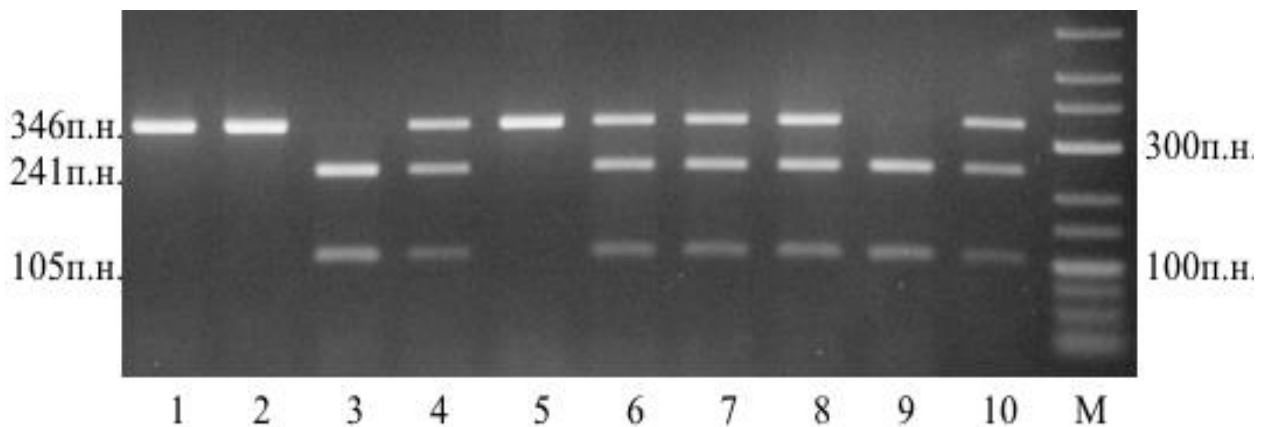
Електрофореграма розподілу рестрикційних фрагментів T-397C гена *ESR1* (зразки 3, 9 – генотип TT; зразки 4, 6, 7, 8, 10 – генотип TC; зразки 1, 2, 5 – генотип CC; М – маркер молекулярної ваги)
